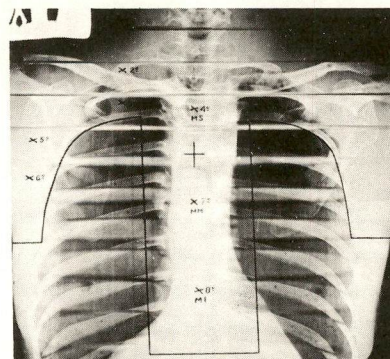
I — Radiografia em AP com delimitação da blindagem do pulmão e os pontos considerados no cálculo de dose.
